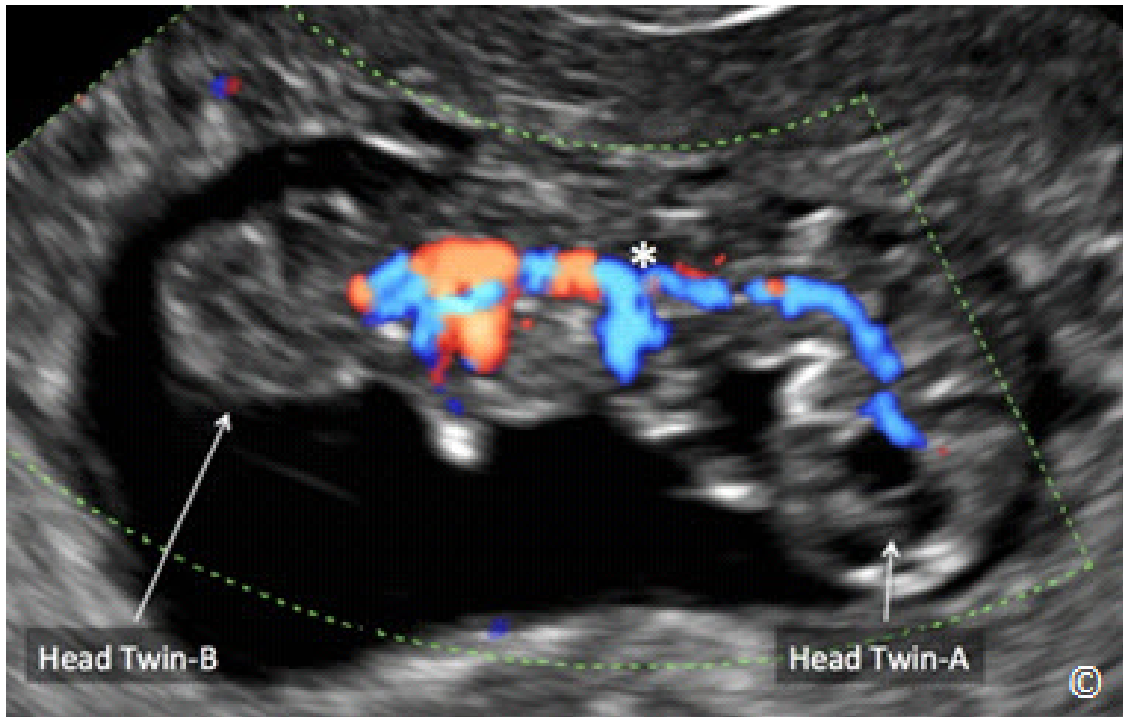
Los gemelos unidos visualizados en la ecografía a las 9 semanas de gestación (mismos gemelos como en la figura 7.15) con ecografía de Doppler color, confirmando la conectividad vascular entre los 2 embriones (asterisco). El Doppler en color se puede utilizar para confirmar el diagnóstico de gemelos unidos, y diferenciarlo de embriones monoamnióticos no fusionados que están estrechamente posicionados en la cavidad amniótica. Las regiones cefálicas de gemelos están etiquetados.
